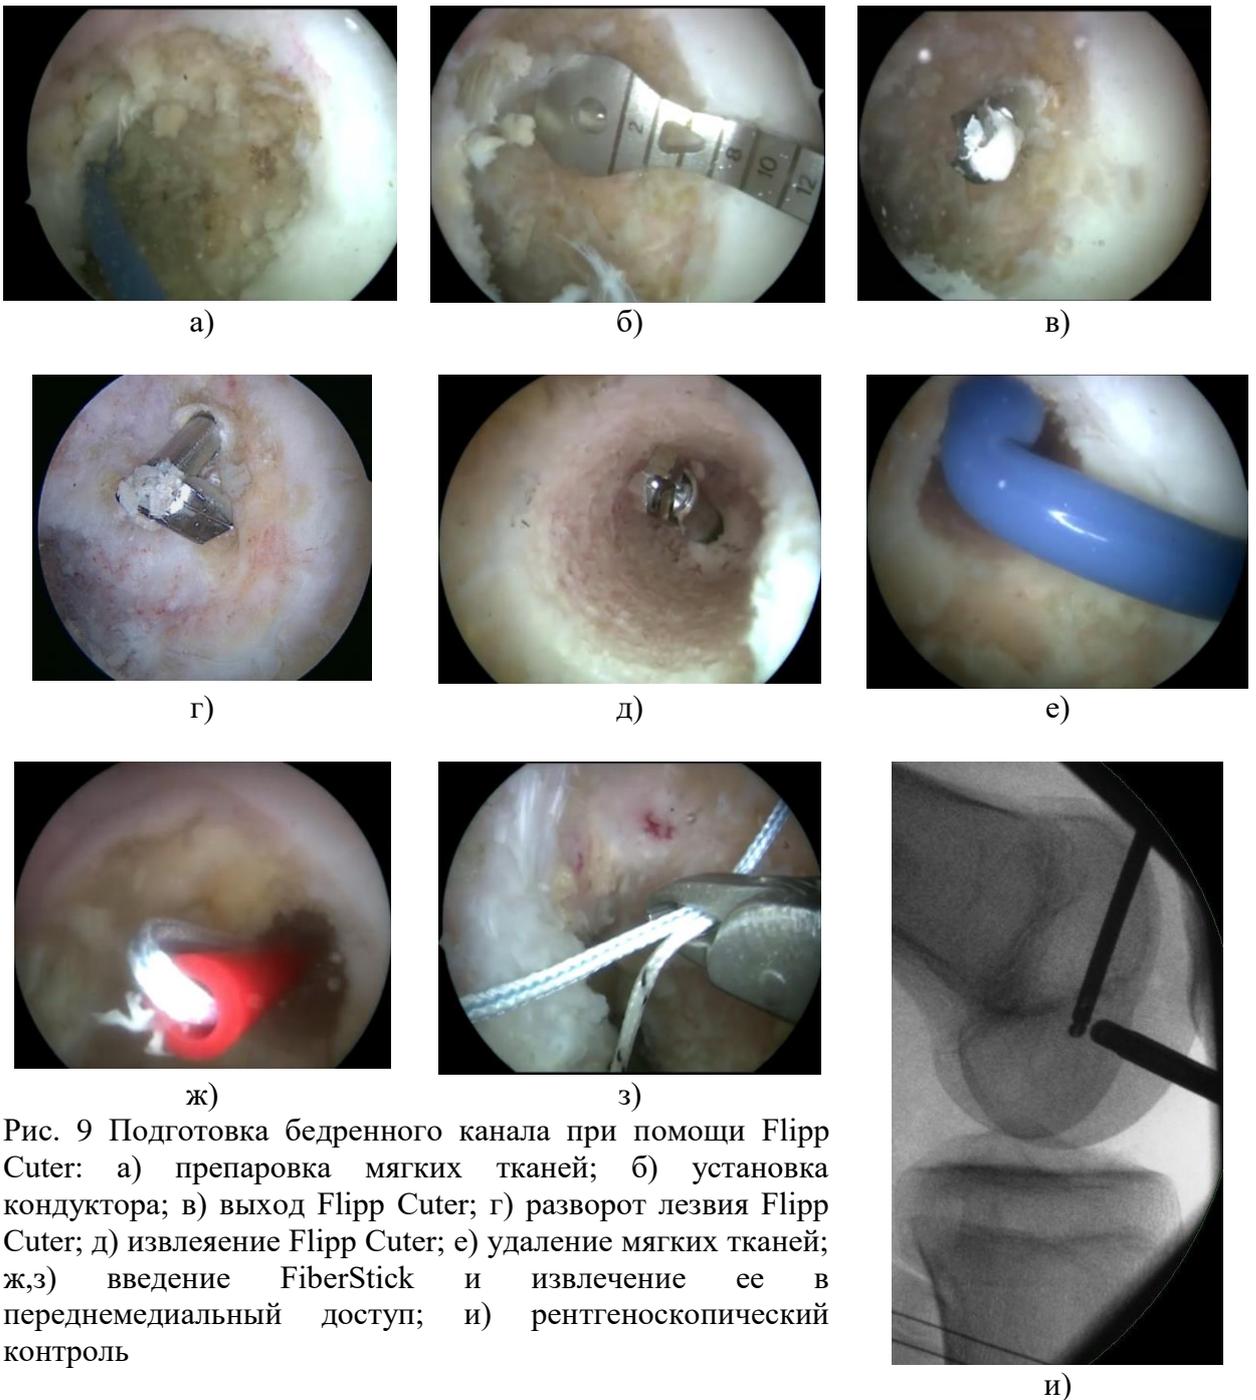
Подготовка бедренного канала при помощи Flipp Cuter: а) препаровка мягких тканей; б) установка кондуктора; в) выход Flipp Cuter; г) разворот лезвия Flipp Cuter; д) извлечение Flipp Cuter; е) удаление мягких тканей; ж,з) введение FiberStick и извлечение ее в переднемедиальный доступ; и) рентгеноскопический контроль
